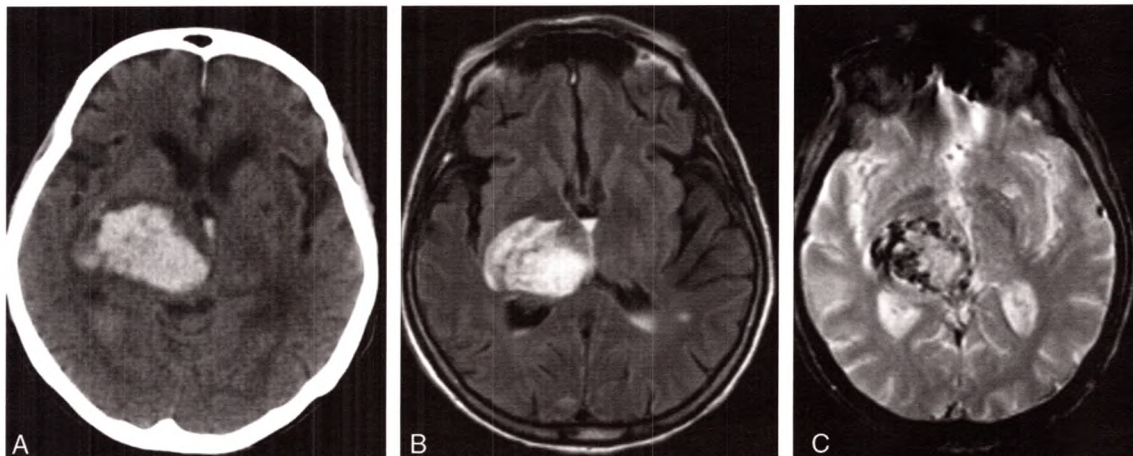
B A. Scanner avec une hyperdensité capsulothalamique droite chez un patient hypertendu. B. IRM T2 FLAIR avec une hyperintensité. C. Écho de gradient avec les hypo-intensités de l'hémorragie. HIP sur angiopathie hypertensive.
